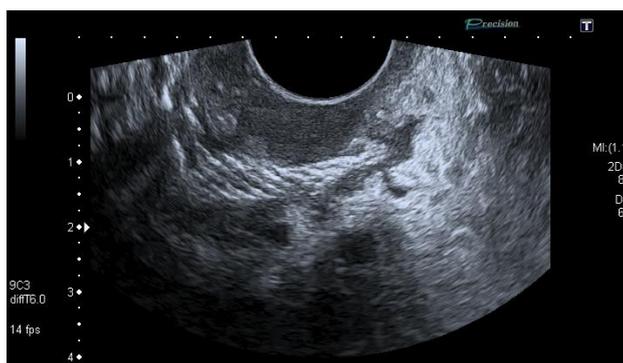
2D УЗИ, В-режим. Четкая визуализация сетчатого импланта (Ib подгруппа)
